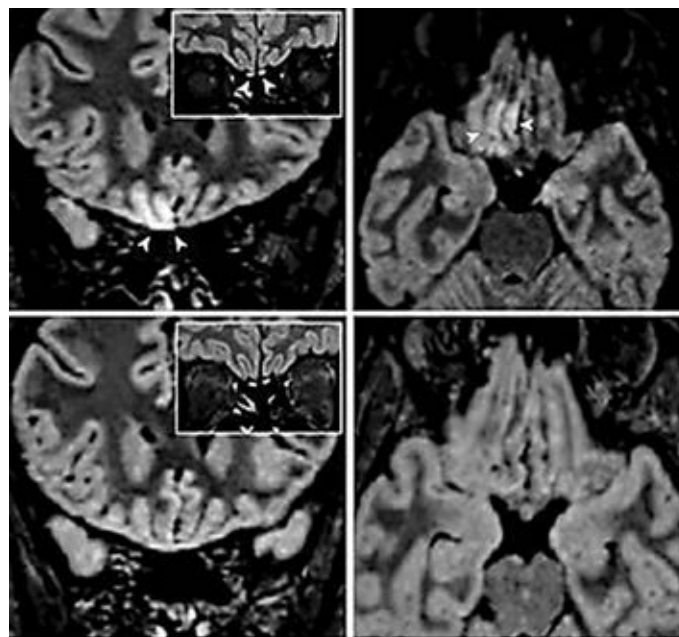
Ж., 25 лет, COVID-19 +, с anosmia. На FLAIR-ИП определяется повышение МР-сигнала от обонятельной коры справа, а также от обонятельных луковиц с обеих сторон (стрелки). На МРТ через 28 дней отмечается полный регресс ранее выявленных изменений [29]
